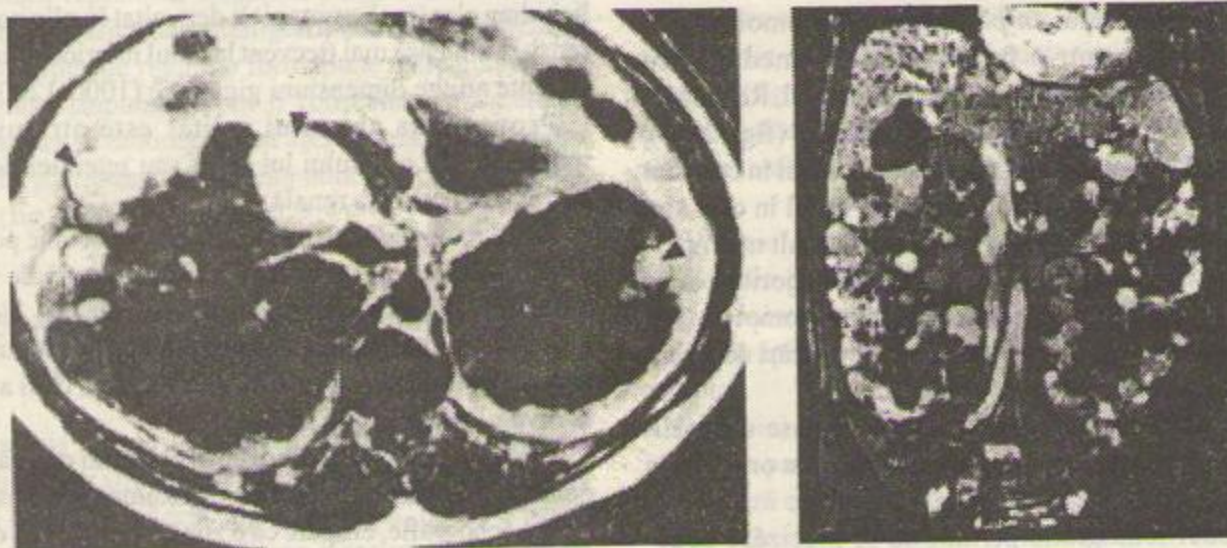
Rinichi polichistic bilateral: secțiune IRM transversală (a) și coronală (b). Ambii rinichi apar mult măriți de volum. Formațiunile chistice clare (cu semnal intens) traduc un conținut hemoragic recent constituit, în timp ce cele cu nuanțe intermediare corespund unor faze diferite de rezoluție a hemoragiei intrachistice.
